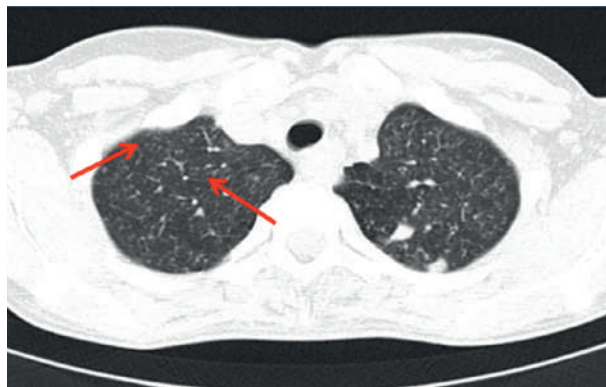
КТ органов грудной клетки пациентки Д., 27 лет, от 02.12.2016 г.
